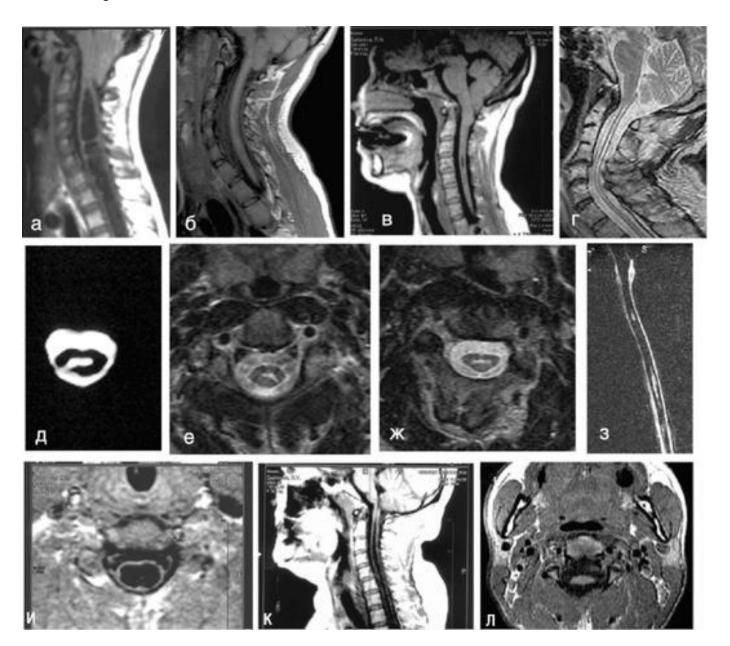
Магнитно-резонансные томограммы сирингомиелических полостей при мальформации Киари 1-го типа: а - сирингоми-елическая полость, сочетанная с мальформацией Киари 1-го типа; б - магнитно-резонансная томограмма того же больного через 8 лет - спонтанный коллапс полости - постсирингс-синдром; в, г, з - узкие, частично спавшиеся полости; д, е - аксиальный срез: сообщение полости с субарахноидальным пространством - спонтанный дренаж полости; ж, л - аксиальный срез: коллапс сирингомиелической полости с атрофией вещества спинного мозга (л); и - аксиальный срез: широкая полость; к - сообщающаяся сирингомиелия
